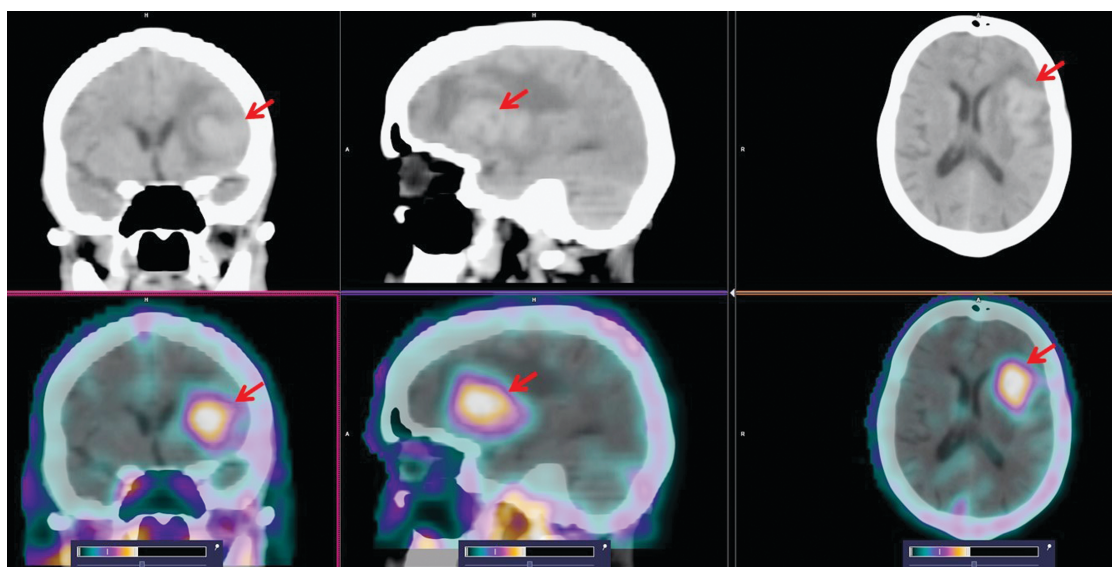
КТ (верхний ряд) и ОФЭКТ/КТ (нижний ряд) через 2 ч после введения  $^{99m}\text{Tc}$ -ТГ. Визуализируется высокое поглощение РФП в левой лобно-теменной области головного мозга ( $\text{SUV}_{\text{max}} = 2,65$ ) (стрелки)
